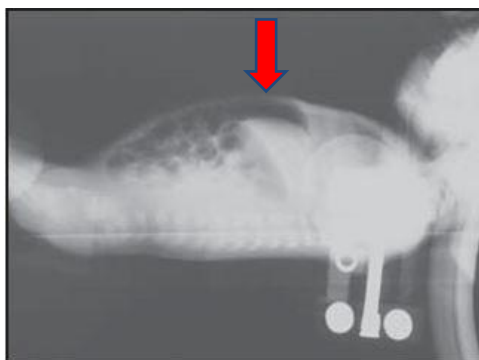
Radiografia simples de abdômen em decúbito dorsal com raios horizontais para verificar pneumoperitônio. (Alvares et al., 2007)
